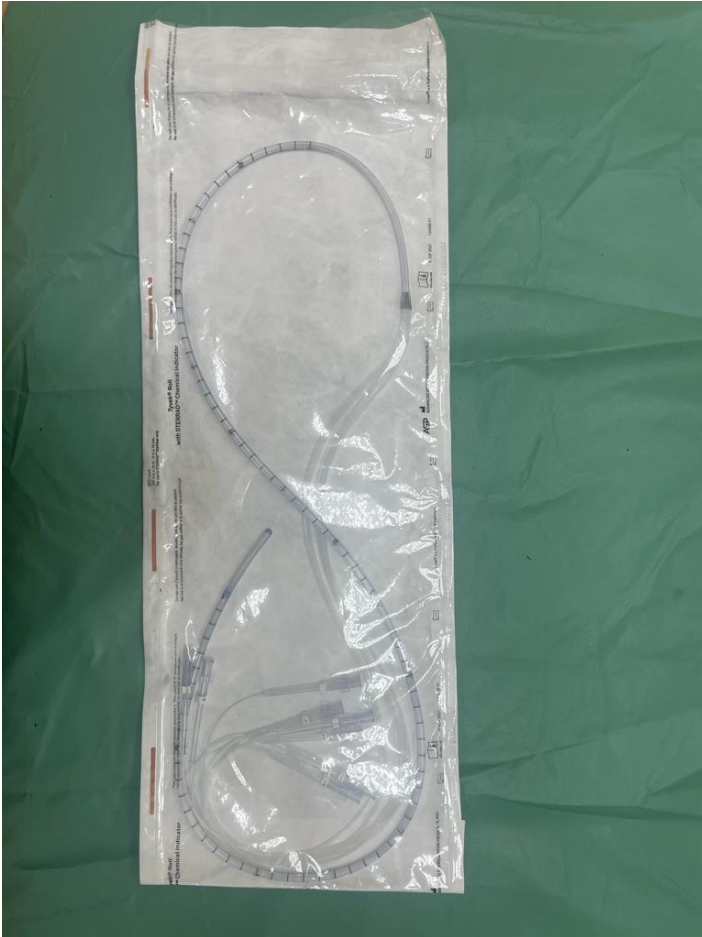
Перфузионный катетер, используемый для регистрации показателей давления при аноректальной манометрии
